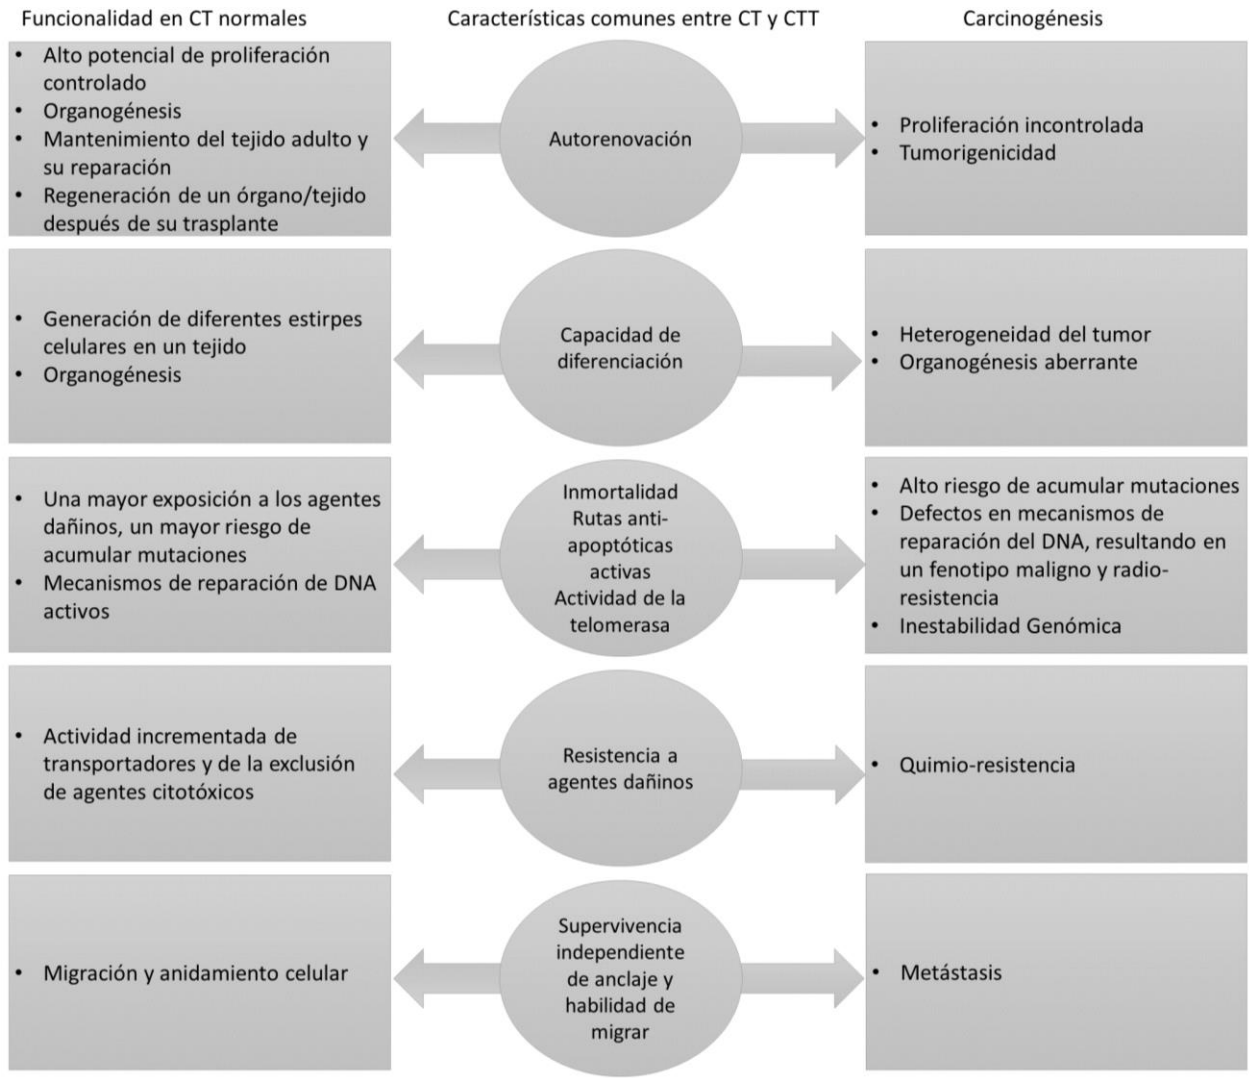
Características comunes entre CT y CTT. Modificado de [106].
